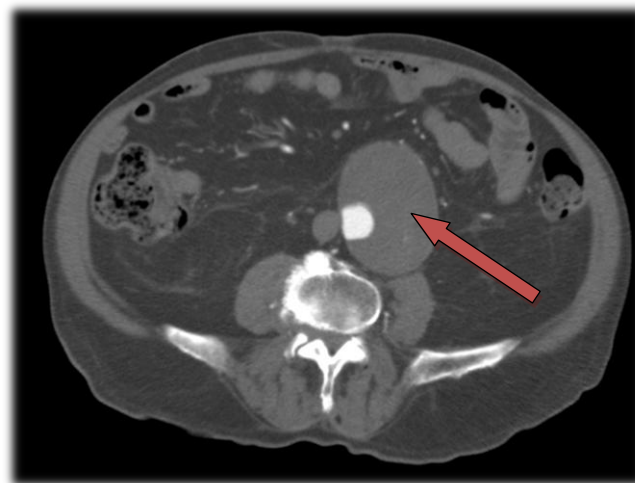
imagen de TAC en la que se visualiza un AAA. En ella puede apreciarse la presencia de una importante cantidad de trombo mural (Flecha roja)
